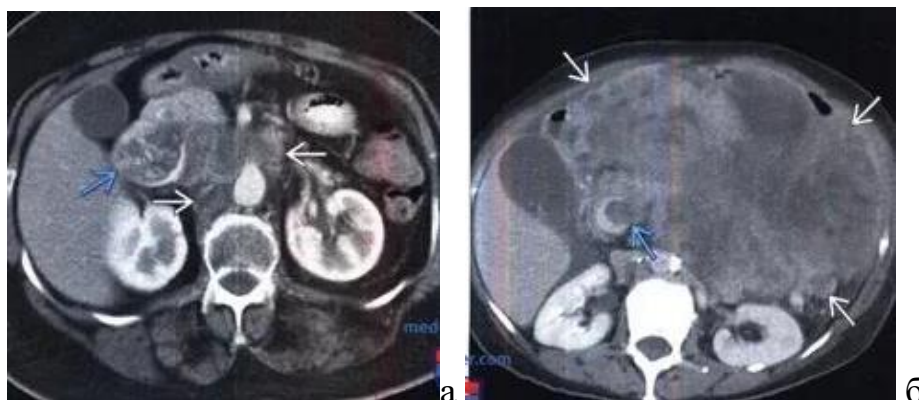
КТ картина фибросаркомы (а) и липосаркомы (б) забрюшинного пространства.
